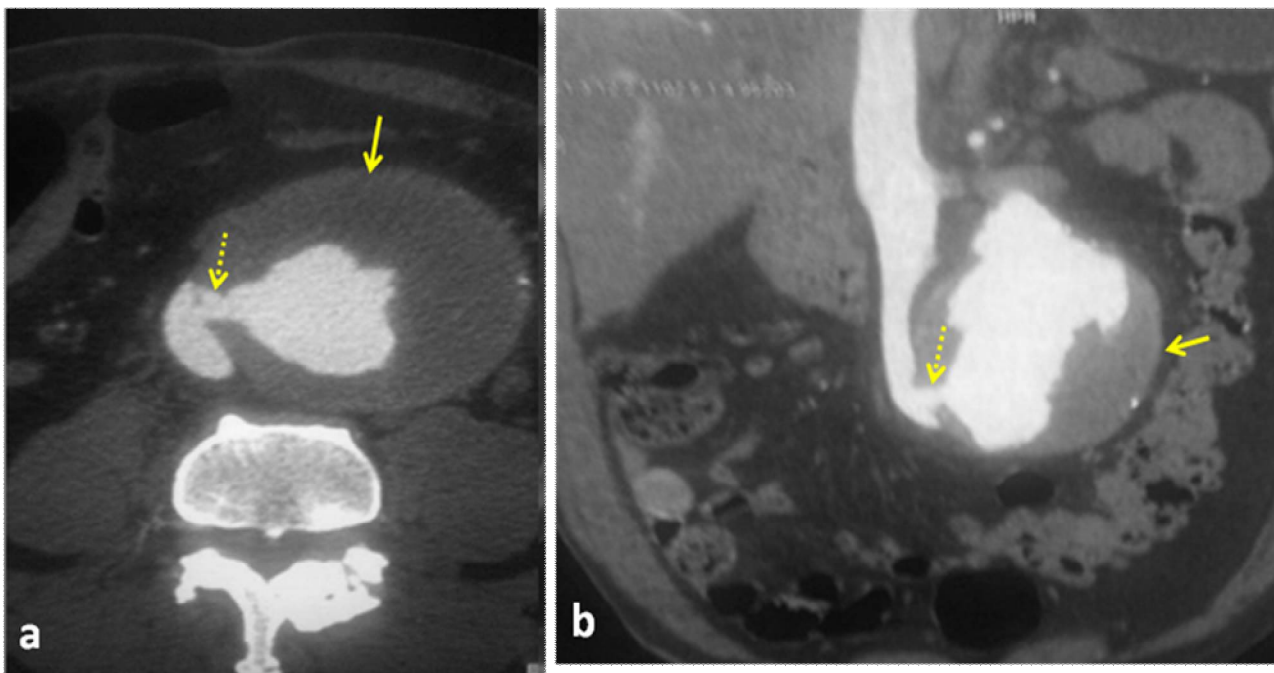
Abdominal computed tomography with axial (a) and frontal (b) reconstruction during the arterial phase of contrast enhancement demonstrating abdominal aortic aneurysm (continuous arrow) with Aorto-caval fistula (discontinuous arrow), compression of the inferior vena cava, simultaneous enhancement of the aorta and vena cava.
